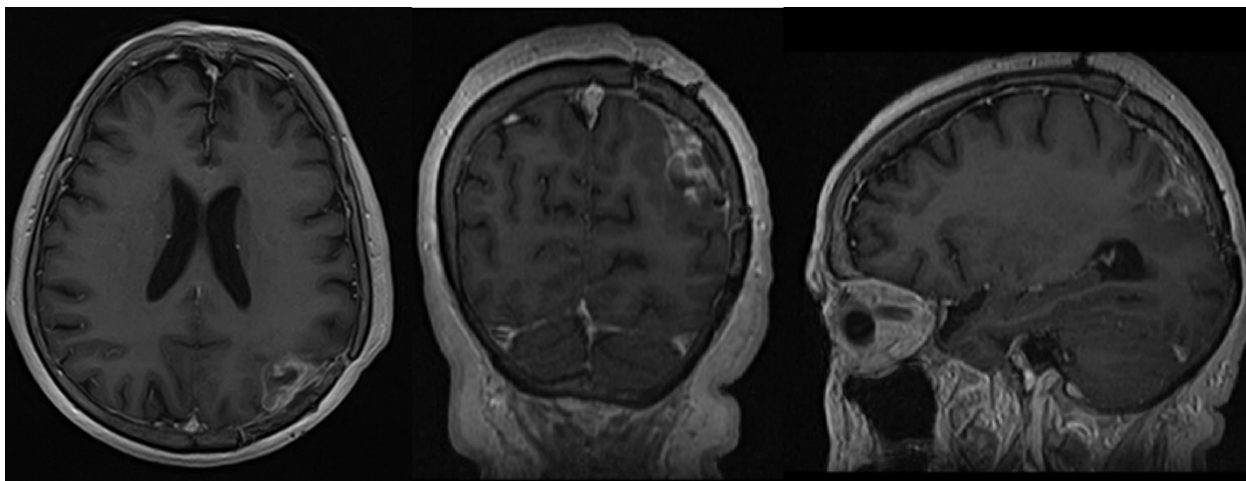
Аксиальные, фронтальные и сагиттальные срезы МРТ головного мозга в режиме T1 с внутривенным контрастированием пациентки К., через 14 месяцев после предоперационной стереотаксической радиохирургии и микрохирургического лечения. Определяется локальный рецидив в области ранее проведенного лечения. Отдаленного метастазирования и признаков лептоменингеального прогрессирования не выявлено
